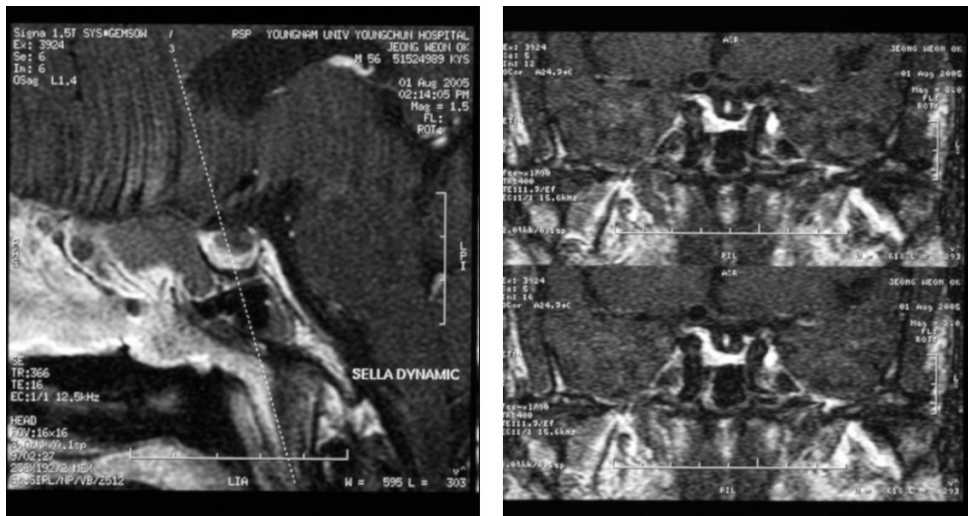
Sella MRI shows small pituitary gland and pituitary fossa is replaced by cerebrospinal fluid.
